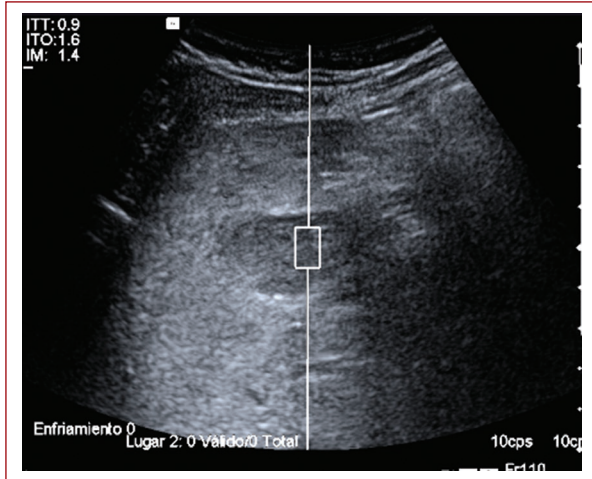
Ultrasonido que muestra lesiones heterogéneas e hipocóicas en hígado.
